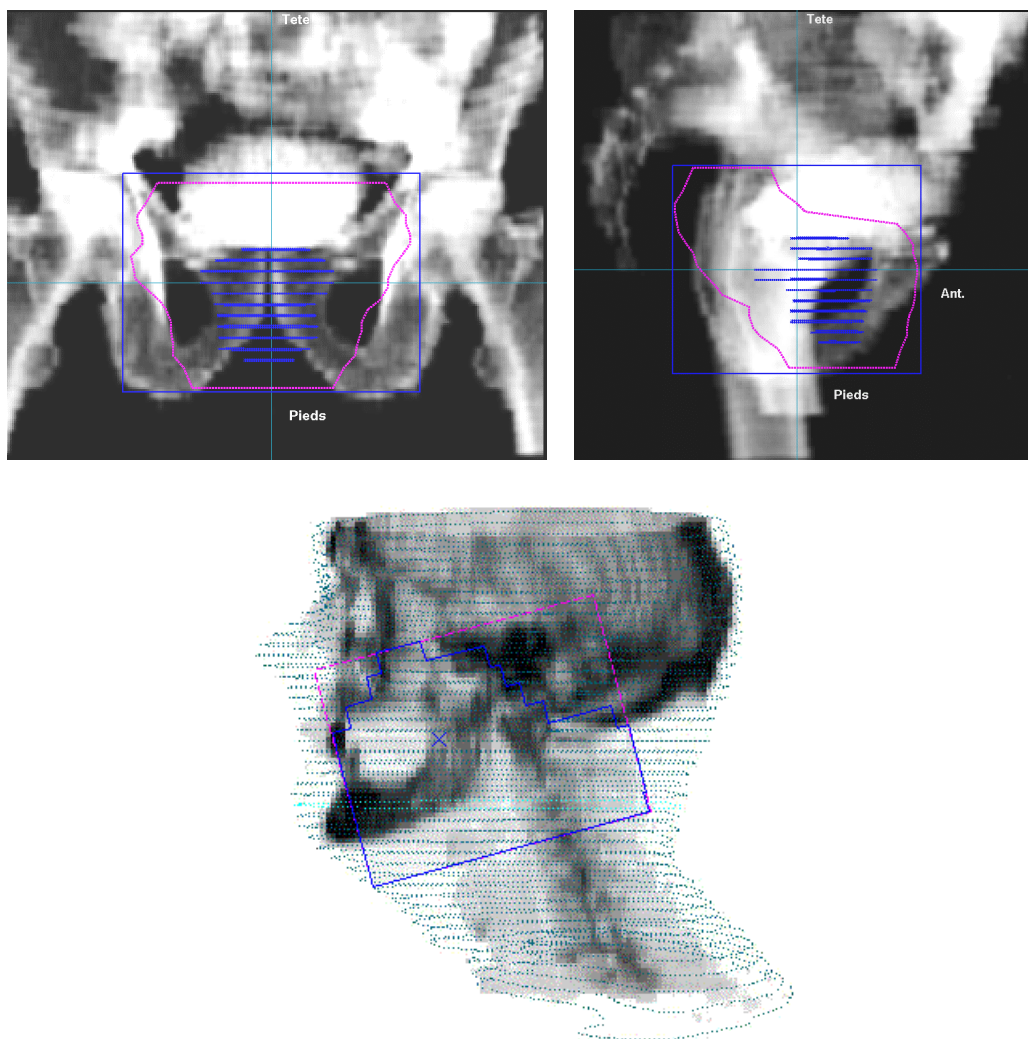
Radiografías digitalmente reconstruidas con los haces superpuestos.
